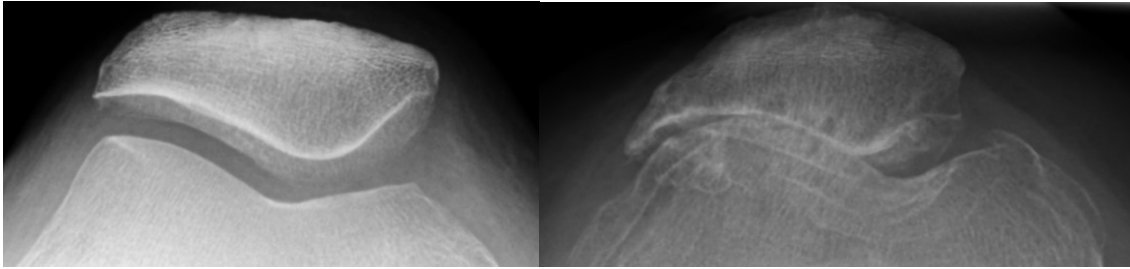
Patellofemoralgelenk, axiale Röntgenaufnahme, links gesund, rechts Arthrose mit deutlicher Gelenkspaltverschmälerung
